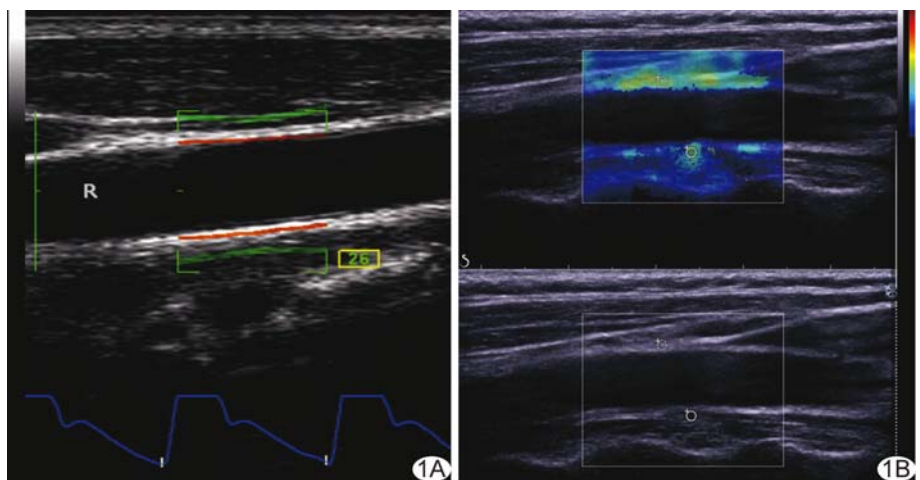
患者女, 45 岁, SCH (观察组) A. 射频超声测量 DC、CC、 $\alpha$  系数、 $\beta$  系数及 PWV 分别为 0.01  $\text{mm}^2/\text{kPa}$ 、0.77  $\text{mm}^2/\text{kPa}$ 、6.56、11.28 及 8.15  $\text{m/s}$ ; B. SWE 测量  $\text{ME}_{\text{mean}}$ 、 $\text{ME}_{\text{max}}$  及  $\text{ME}_{\text{min}}$  分别为 79.5  $\text{kPa}$ 、87.2  $\text{kPa}$  及 71.2  $\text{kPa}$
